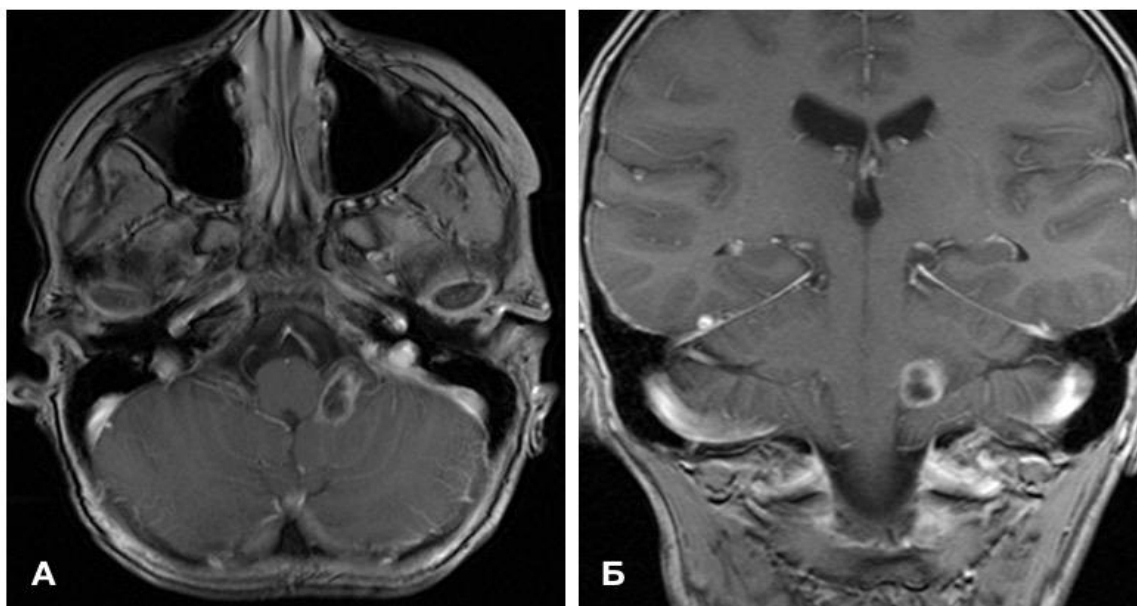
Дооперационная МРТ головного мозга пациентки С. А – T1+C аксиальная МРТ; Б – T1+C коронарная МРТ
